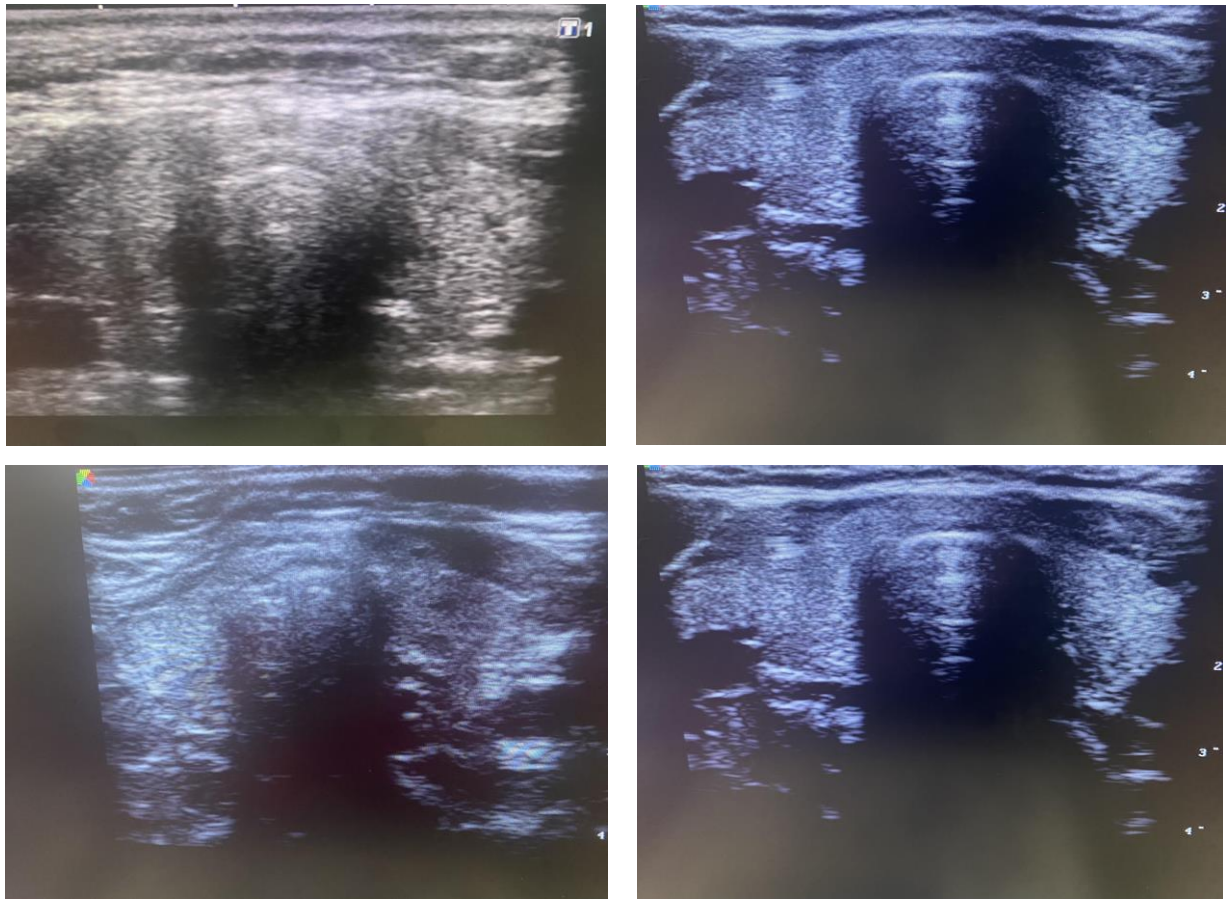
Examenul ecografic al glandei tiroide efectuate la 12 luni a perioadei post-COVID-19 (original)
